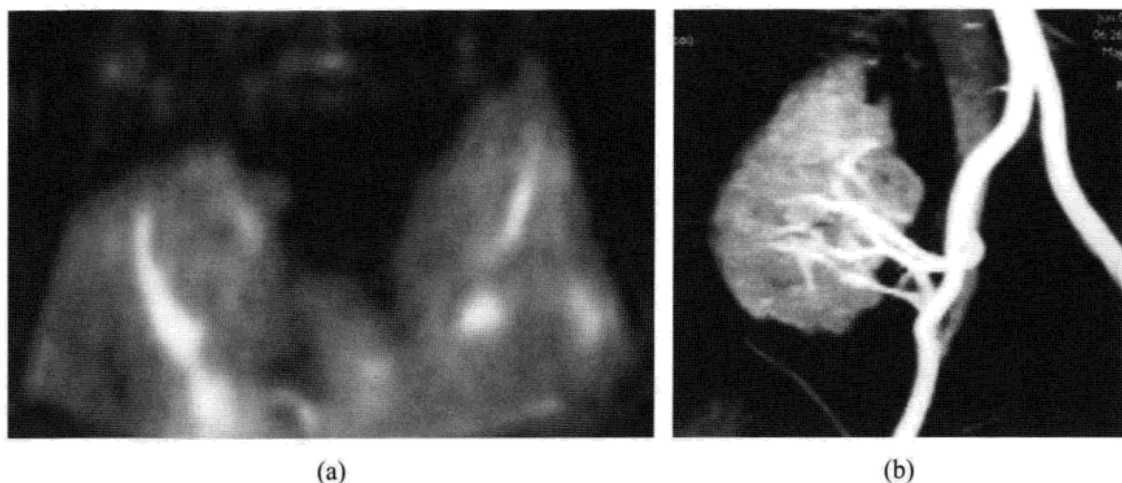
节段性梗死。(a)能量多普勒超声中：肾前部包膜下楔形梗死区无血流信号显示。(b)磁共振血管成像中：共四条移植肾动脉吻合到髂动脉上。上极动脉内血栓栓塞造成动脉内无对比剂充盈和移植肾上极内无对比剂强化。
